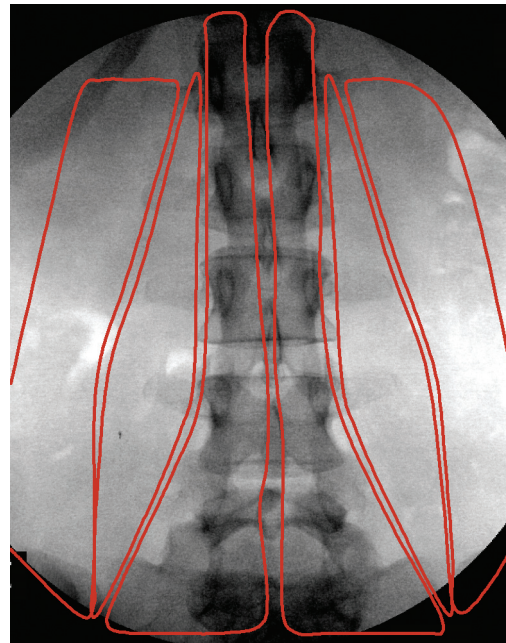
Radiographie antérieure du rachis lombal sur lequel les localisations du multifidus, de la portion lombale du longissimus thoracique et de la portion lombale de l'iliocostalis lombal ont été surimposées.
